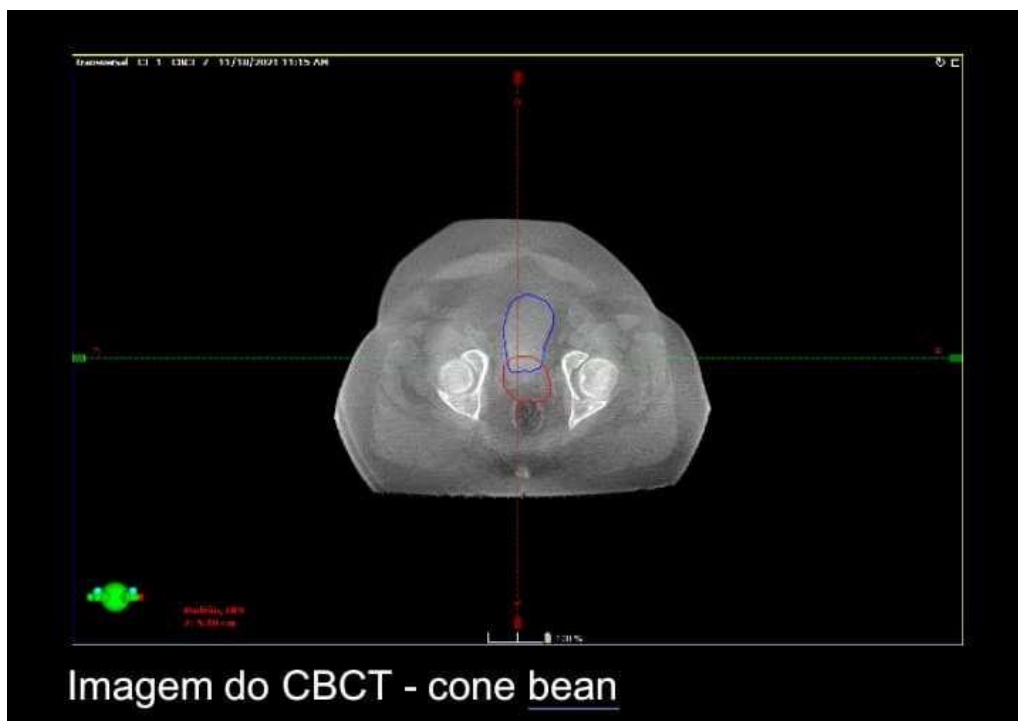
CBCT de Próstata
